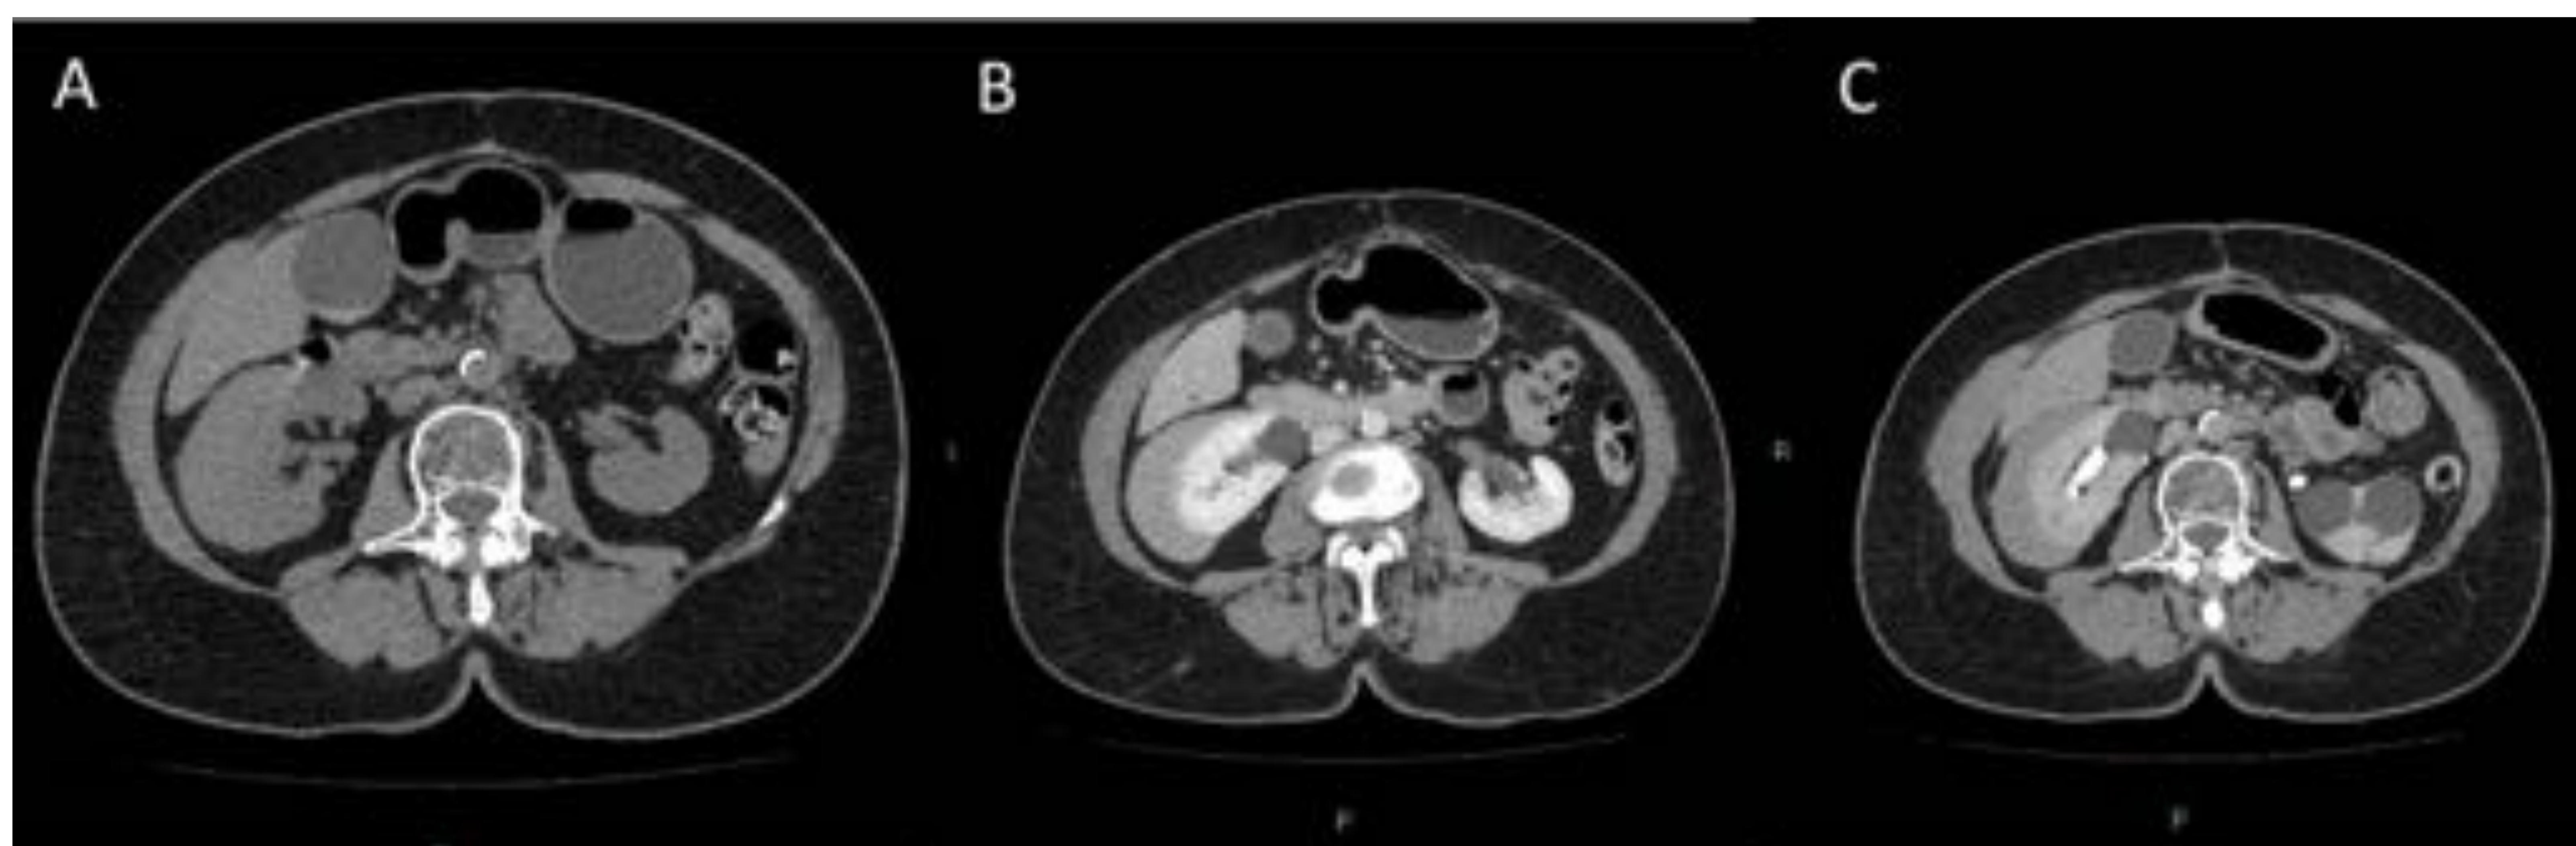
Paciente de 75 años estudio por pérdida de peso, fiebre y malestar general. Se solicita TC abdominal. En el estudio basal (A) se e objetiva una masa renal subcapsular levemente hiperdensa, con realce tras la administración de contraste (B) y el lavado en fase tardía/excretora (C). Biopsia; linfoma derivado de linfocitos B periféricos.
